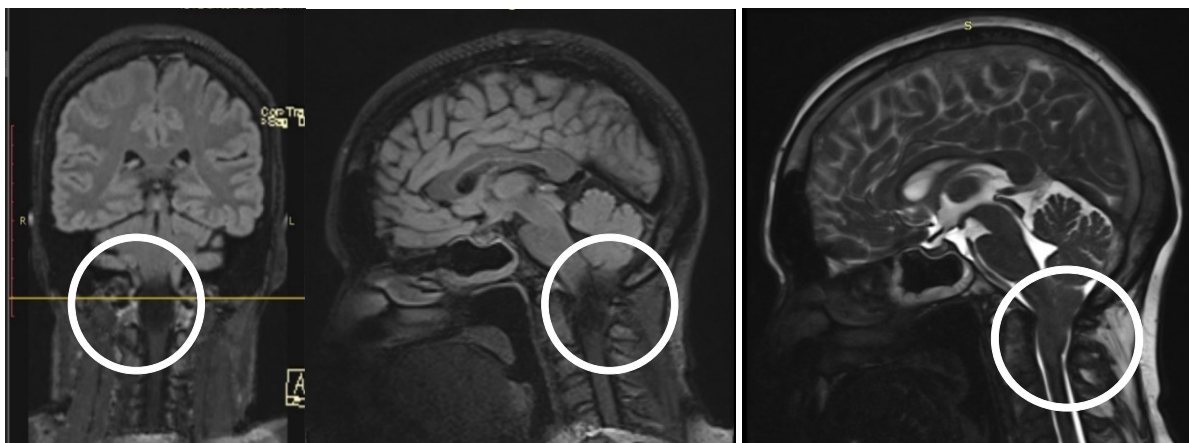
МРТ головного мозга. Мальформация Арнольда – Киари 1 типа
